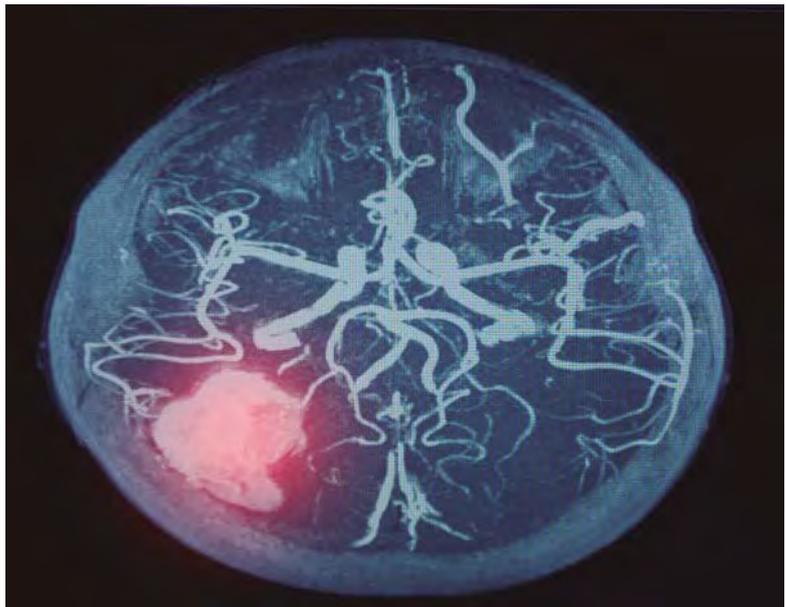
Angiografía por resonancia magnética de un caso de ictus hemorrágico.
